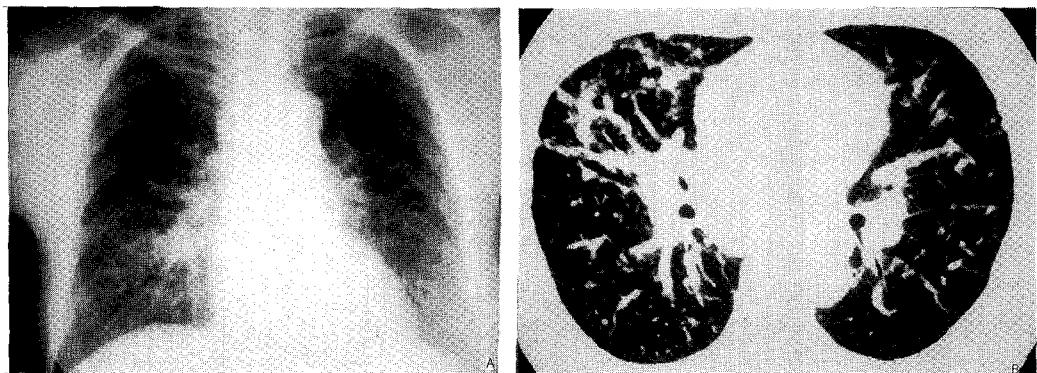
a) Chest X-ray shows bilateral hilar lymphadenopathy and streaky, patch, and nodular densities are present in right lower lung fields.
